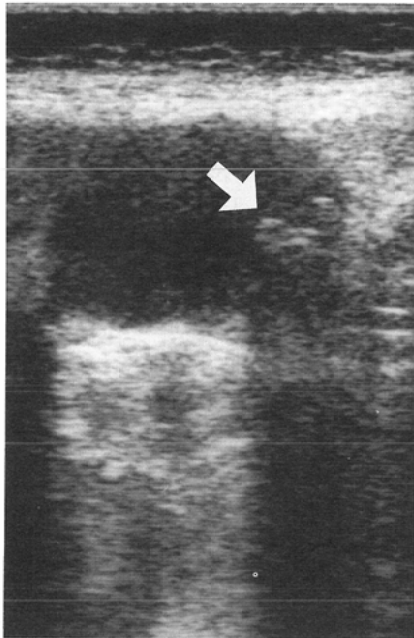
(Case 18) Ultrasonography demonstrates multiple strong echoes with acoustic shadows (white arrow) in a distended gallbladder. A polypoid type adenocarcinoma was found in the fundus at surgery.
